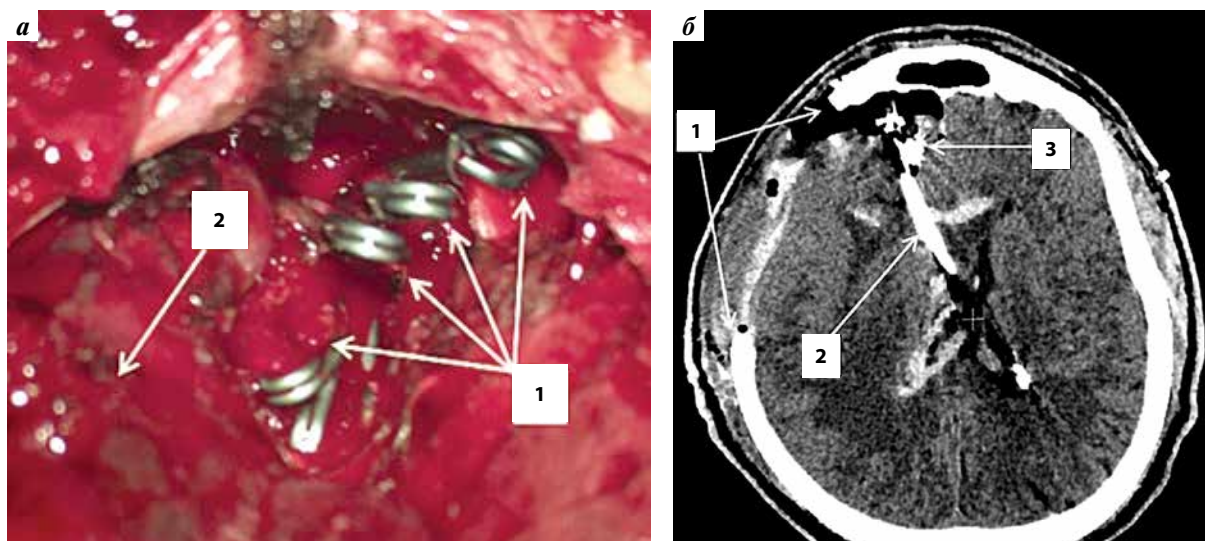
Данные пациента У., 58 лет: а – интраоперационная фотография: клипирование сосудистыми клипсами варикозно расширенных вен при отсутствии четкой визуализации источника кровотечения. 1 – клипсы, 2 – лобная доля; б – компьютерная томография головного мозга, аксиальная проекция, послеоперационный контроль. 1 – область операции; 2 – вентрикулярный дренаж; 3 – клипсы
